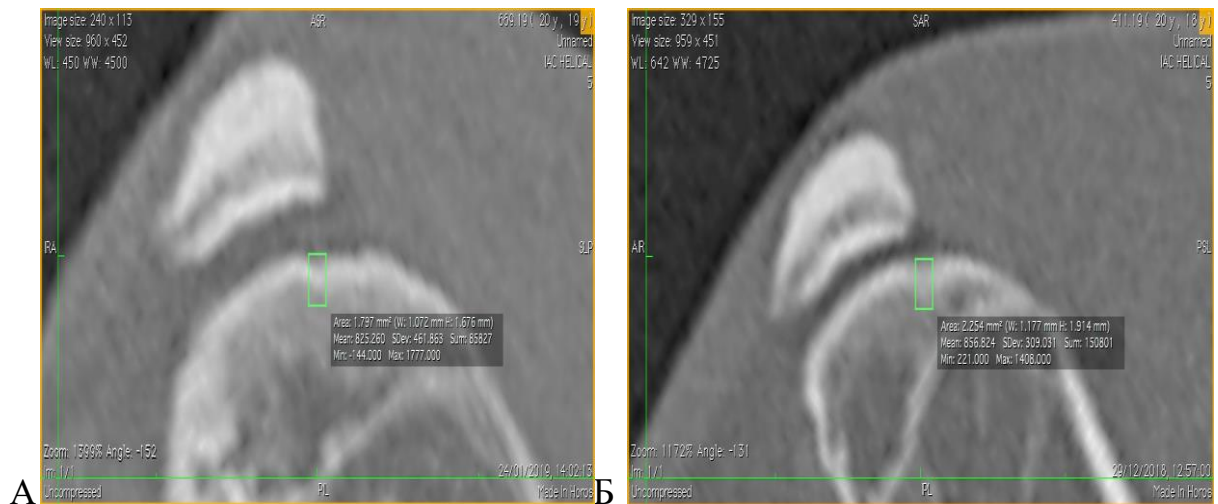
КТ коленных суставов кроликов с пластикой, спустя 3 месяца в косоаксиальной проекции – выделение полигональными фигурами границ дефектов с подсчетом общей средней плотности новообразованной ткани: А – пластика комбинацией ОТП и костного материала; Б – монопластика ОТП.
